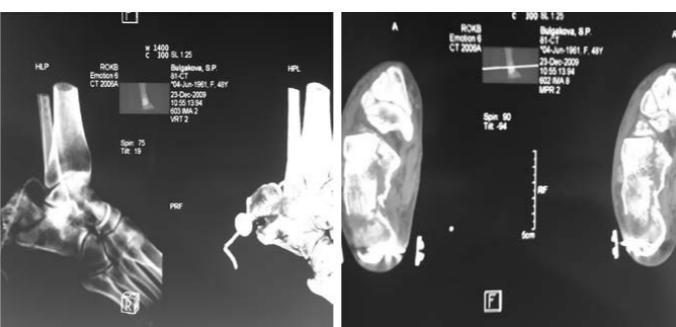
а. Магниторезонансная томография пятой кости больной Б., 49 лет. Диагноз: закрытый многооскольчатый перелом правой пятой кости со смещением. При поступлении наложено скелетное вытяжение за пятую кость. На 3 сутки сформировалася спицевой пролежень. Спica удалена. В зону перелома введен КоллапАн-гель 4,0.
